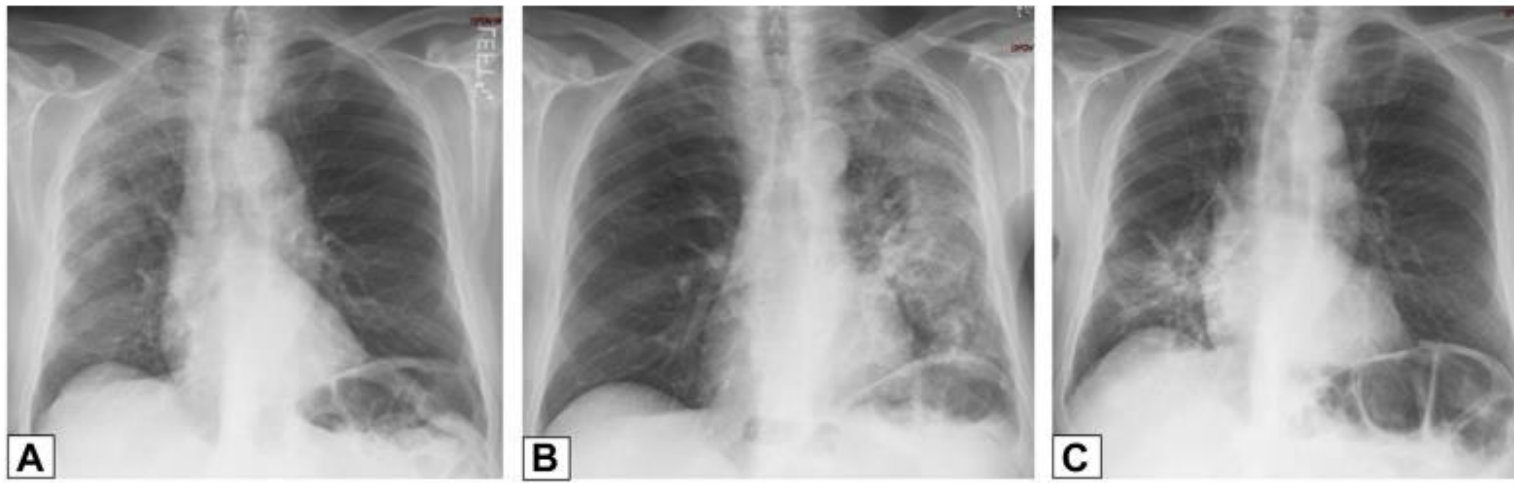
A-C, Migratory manifestation of organizing pneumonia (OP). A, Posteroanterior chest radiograph in a 71-year-old man presenting with dyspnea on exertion in July 2011 shows peripheral right upper lobe (RUL) consolidation. B, Repeat study from June 2012 shows that the RUL abnormality had resolved and that there is now extensive consolidation in the left lung. C, In June 2013, the left lung is now clear, but there is now new right lower lobe consolidation. These findings are typical of a migratory manifestation of OP.
